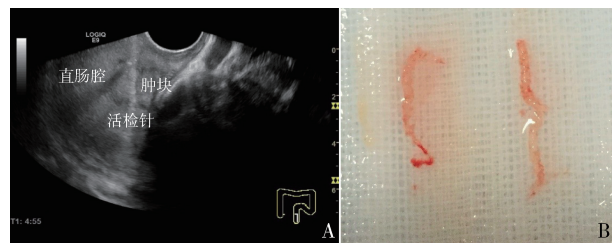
同一直肠癌患者超声介入穿刺活检及穿刺标本
